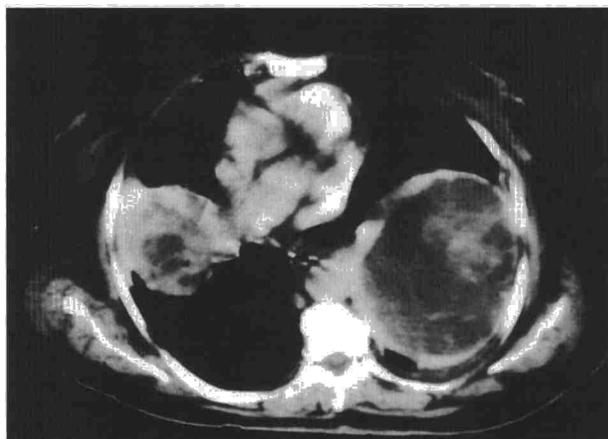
TAC torácica. Masas pulmonares con áreas hipodensas necrosadas.
